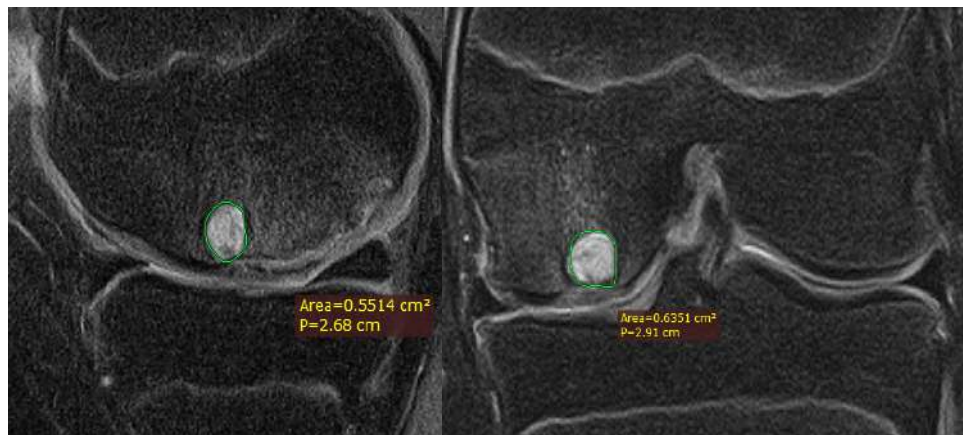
Рисунок №52. МРТ левого коленного сустава пациента Б. в предоперационном периоде в режиме PDFS (слева – сагиттальная проекция, справа – фронтальная проекция).
